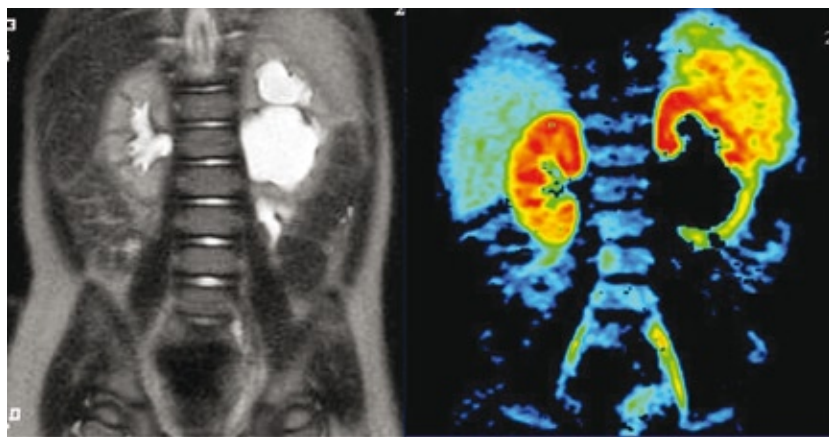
МРТ почки, морфологическое (слева) и функциональное (справа) изображение.
